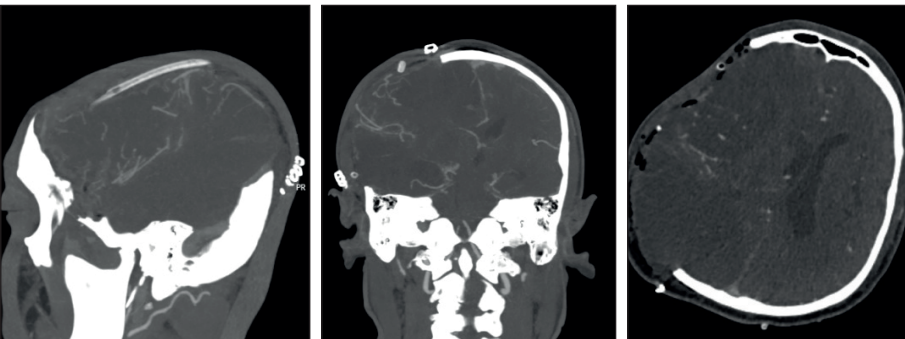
Olgu I Preop ve postop aksiyal kesit BT anjio görüntüleri
